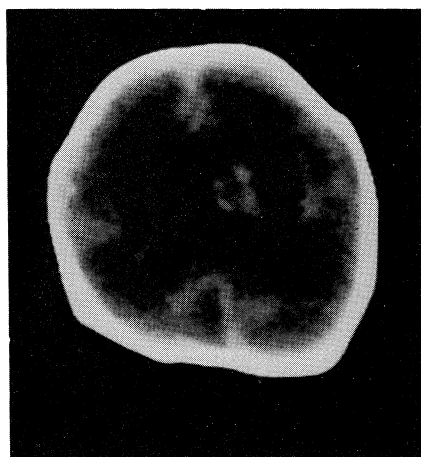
CT scan at 14 days of life.
